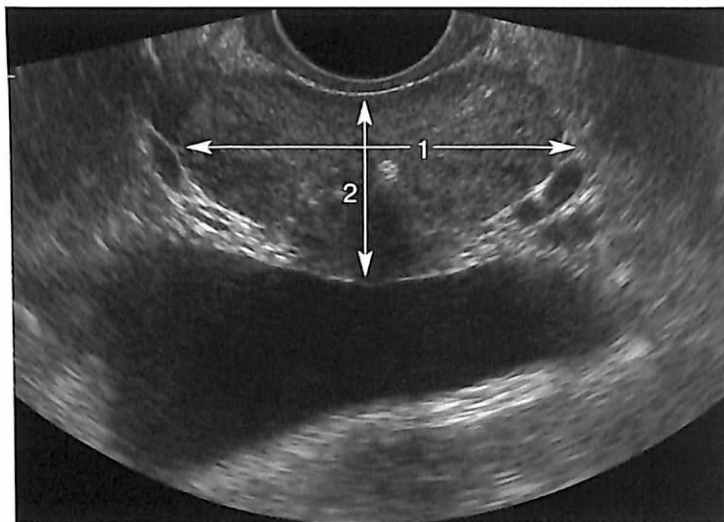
ТРУЗИ. Поперечный срез предстательной железы немного выше семенного бугорка. В этом срезе производится измерение передне-заднего (1) и поперечного (2) размеров железы.
